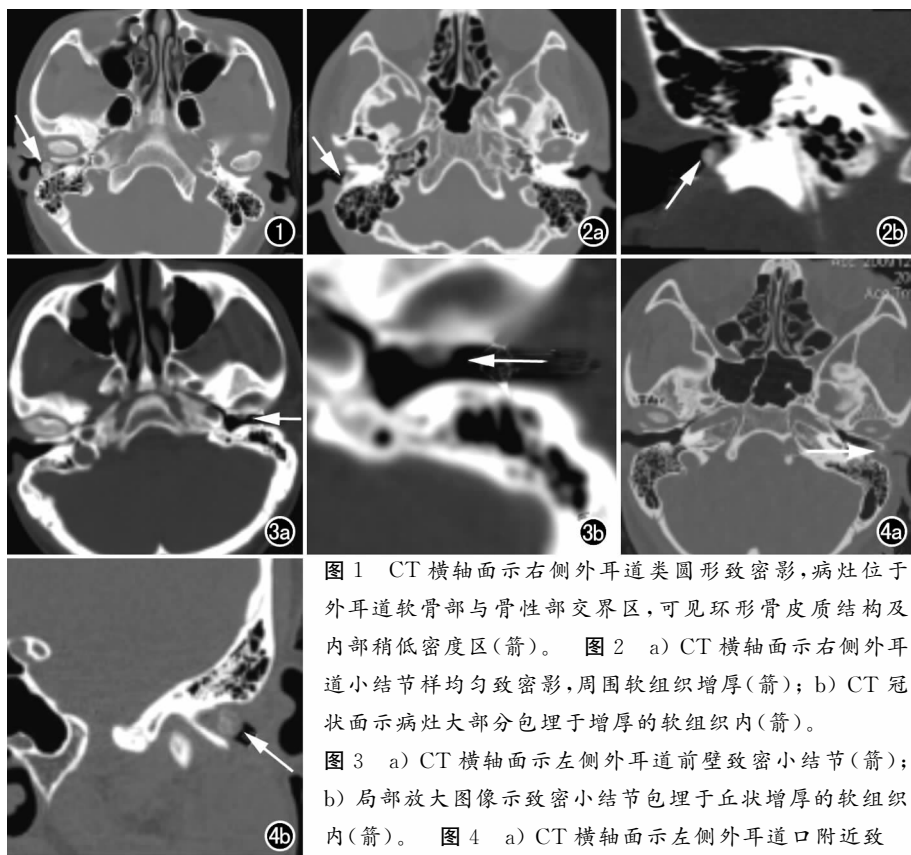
CT 横轴面示右侧外耳道类圆形致密影,病灶位于外耳道软骨部与骨性部交界区,可见环形骨皮质结构及内部稍低密度区(箭)。图 2 a) CT 横轴面示右侧外耳道小结节样均匀致密影,周围软组织增厚(箭); b) CT 冠状面示病灶大部分包埋于增厚的软组织内(箭)。图 3 a) CT 横轴面示左侧外耳道前壁致密小结节(箭); b) 局部放大图像示致密小结节包埋于丘状增厚的软组织内(箭)。图 4 a) CT 横轴面示左侧外耳道口附近致
